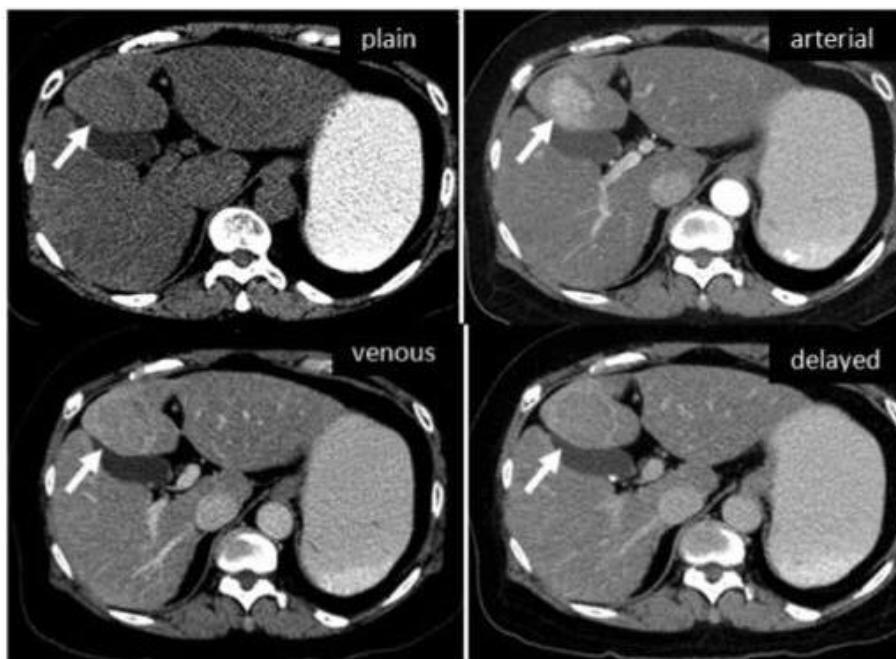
แสดงถึง HCC ใน CT
